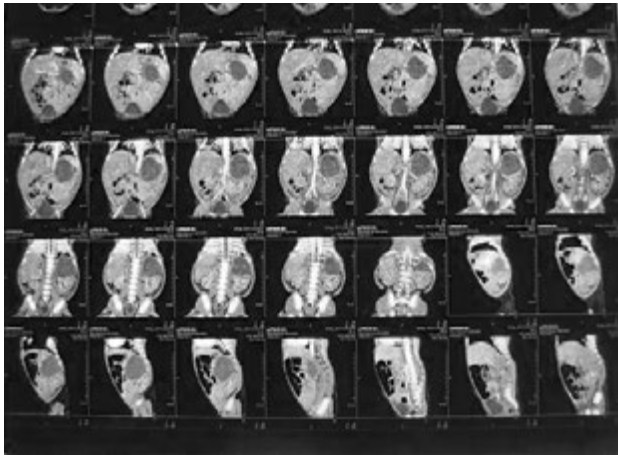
МРТ брюшной полости ребенка М. в возрасте 7 дней (забрюшинная гематома в области левого надпочечника)
